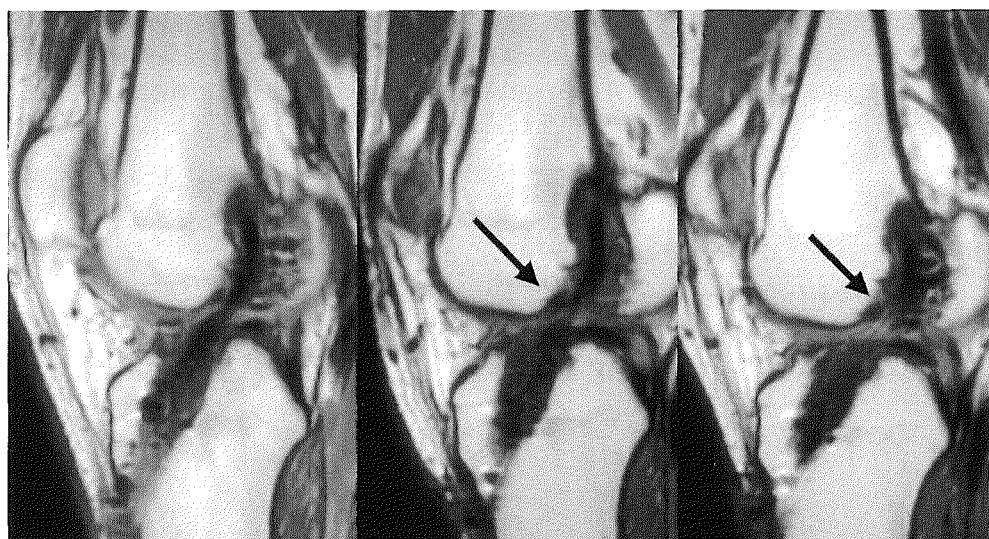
b 術後3, 6, 9ヶ月のMRI像。6~9ヶ月にて脛骨側に高信号を認めている。
